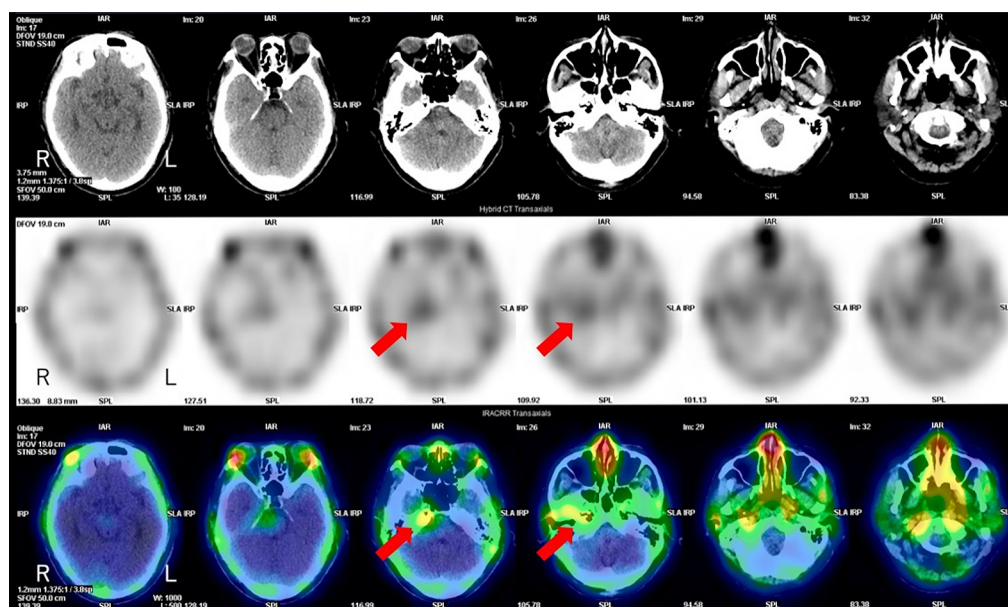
The finding of gallium-67 (^{67}Ga) single-photon emission-computed tomography-computed tomography (SPECT-CT). ^{67}Ga SPECT-CT showing abnormal accumulation in the right internal auditory canal (red arrow).
